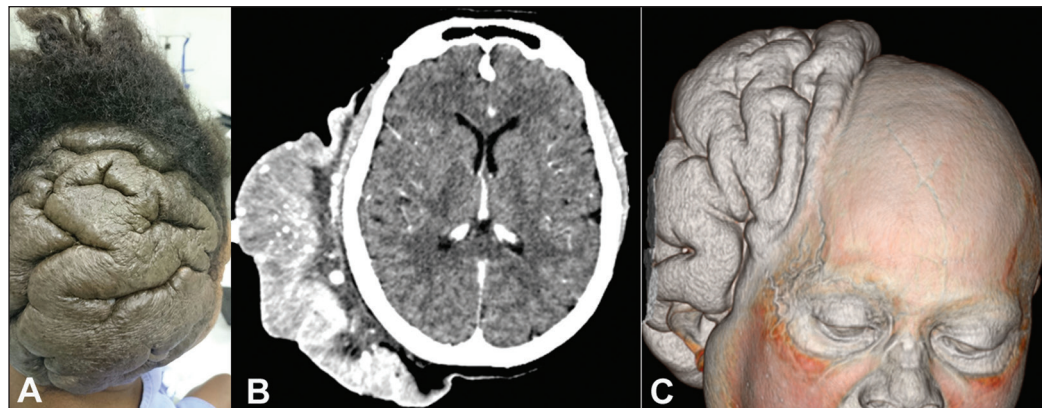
A: Fotografia da região occipital da paciente demonstrando tumoração cerebriforme. B: Tomografia computadorizada de crânio, corte axial pós-contraste, demonstrando a lesão envolvendo o tecido subcutâneo da região parieto-occipital direita, sem sinais de comunicação com o encéfalo. C: Reconstrução tridimensional mostrando melhor a lesão e sua relação com a calota craniana.
